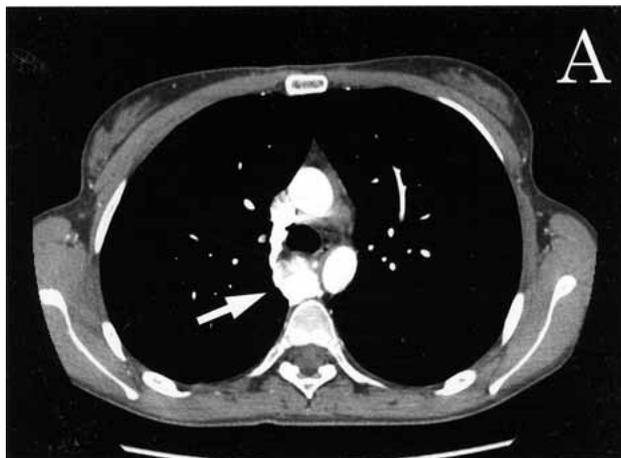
A: An enhanced chest computed tomography (CT) scan shows a 3.1-cm diameter azygos vein aneurysm without thrombosis (arrow). B: A three-dimensional CT scan shows the aneurysm in the azygos vein (arrow).
